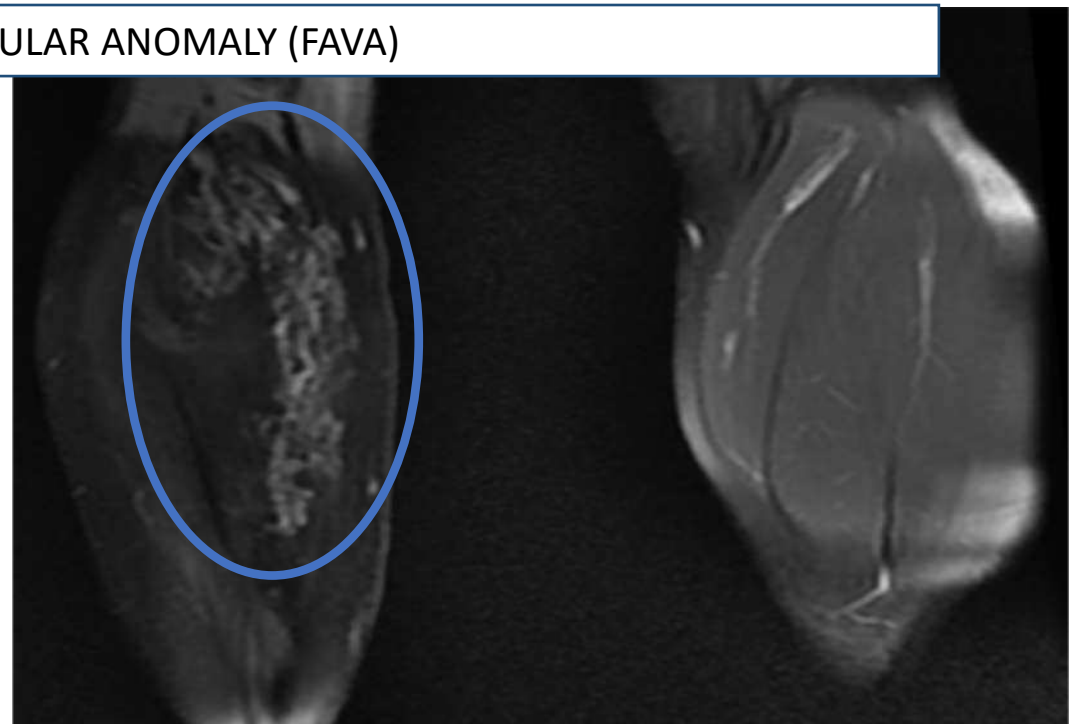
RM con CIV donde se muestra malformación venosa tipo FAVA en región gemelar derecha y músculo sóleo con vasos tortuosos y dilatados
